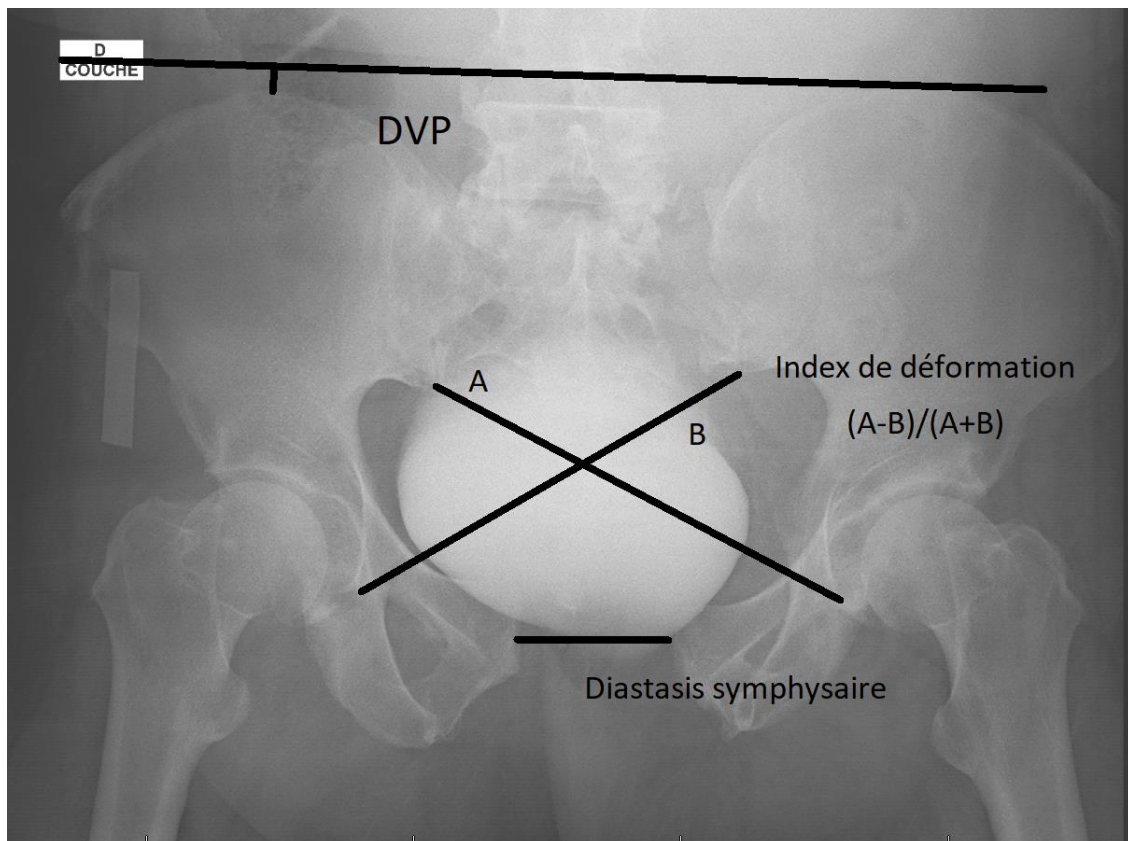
Radiographie de bassin avec les 3 mesures effectuées
